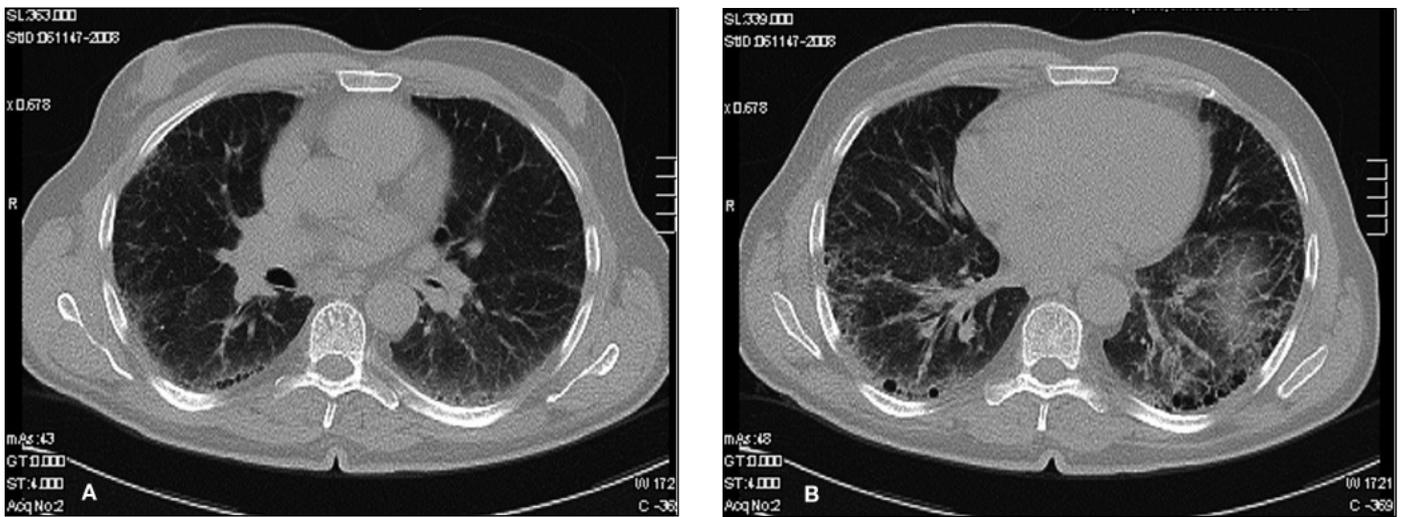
A y B) Tomografía computarizada de alta resolución torácica en el momento del diagnóstico de la enfermedad, donde se observa engrosamiento de los septos intralobulillares e interlobulillares de predominio periférico, subpleural y bibasal con pequeñas áreas de panalización.
